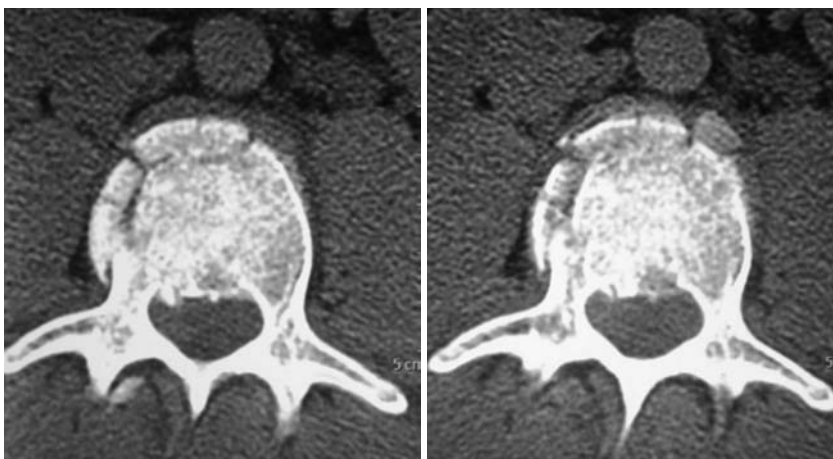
КТ. Оскольчатый перелом L_{III} позвонка.
